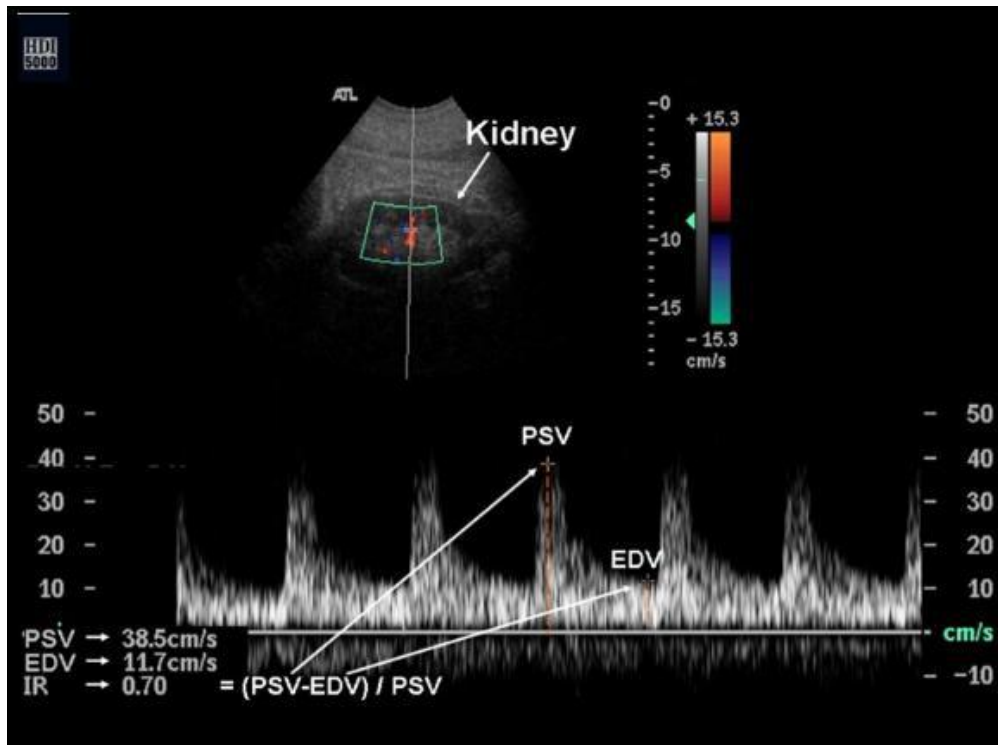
montrant une image de l'écho-doppler rénale.
